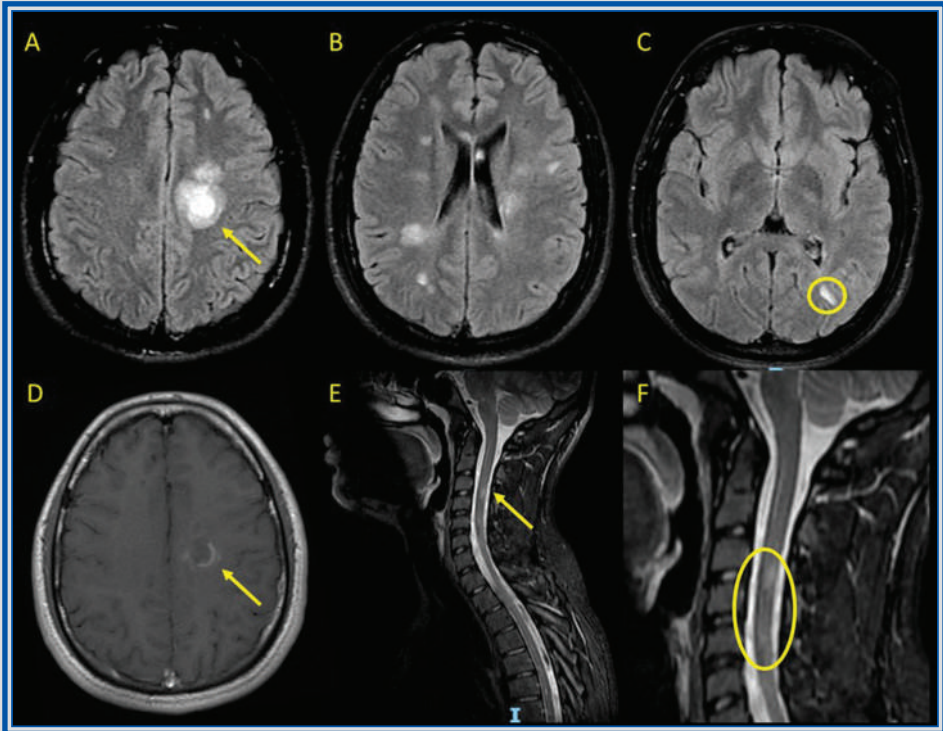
Capítulo 8. Resonancia magnética de encéfalo y médula espinal en la que se identifican lesiones hiperintensas en secuencias FLAIR (A, B y C) de forma ovalada y redondeada, mayores de 3 mm, que afectan a la sustancia blanca periventricular y juxtacortical (círculo en C), identificando que la de mayor tamaño es juxtacortical y presenta un patrón concéntrico tipo Baló (flecha en A) con realce poscontraste en anillo abierto (flecha en D). Lesiones hiperintensas cortas en médula espinal, en secuencias STIR sagital (E y F).
